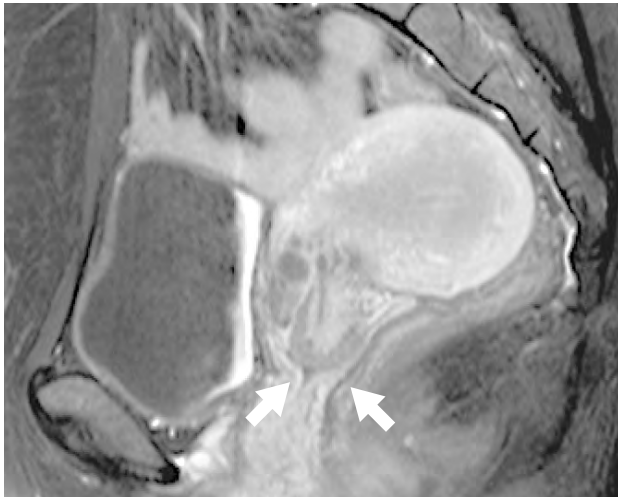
術前に施行した造影MRI (T1WI) 矢状断
